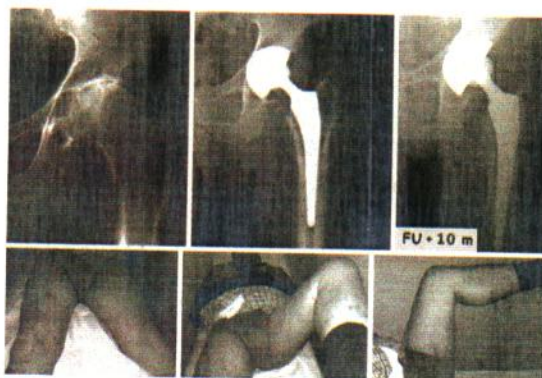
Quadro radiografico pre, post-operatorio ed a 10 mesi di uomo di 68 anni, 178 cm di altezza x 95 Kg. di peso. Aspetto clinico in basso: valido recupero motorio a 2 mesi.
